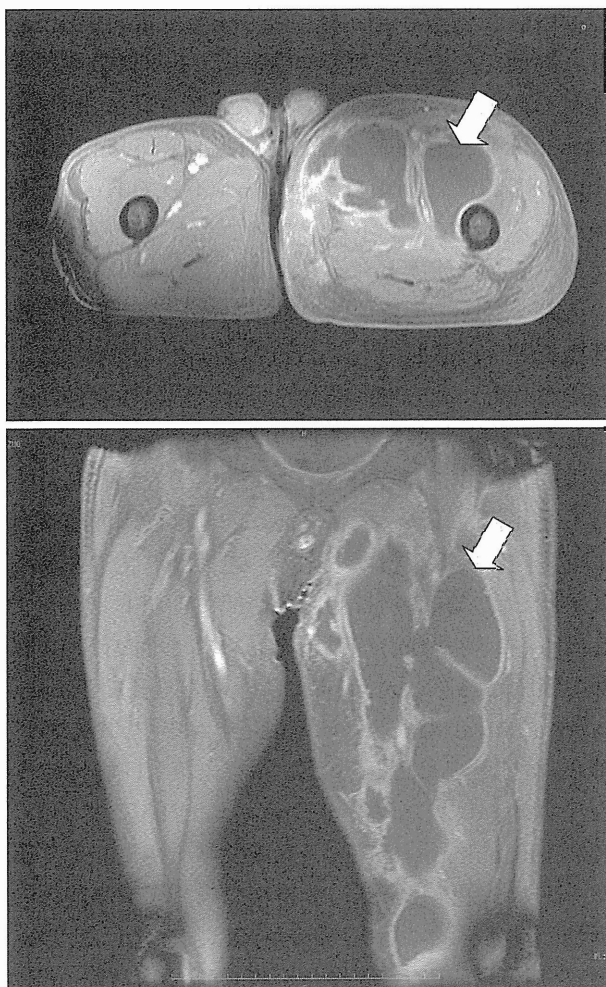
Day 18 Femoral MRI showing abscess in the left thigh adductors muscle
